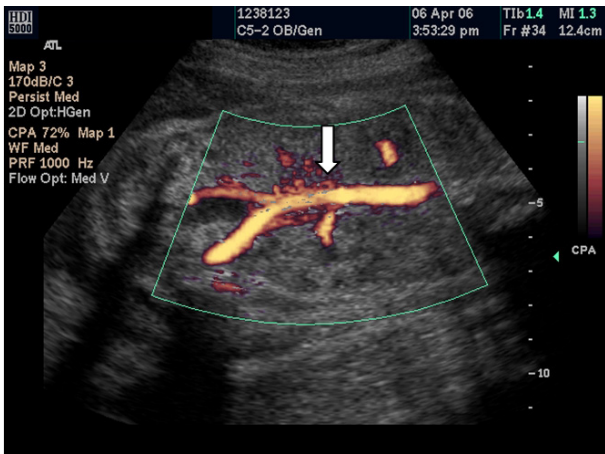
Color doppler ultrasound image of fetal abdominal aorta demonstrates absence of left renal artery (arrow).
